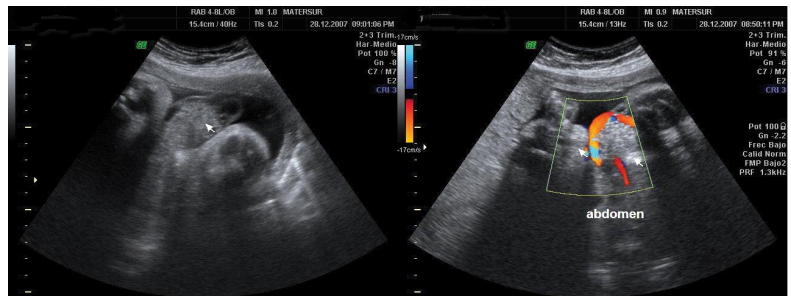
Onfalocele (flecha) y Doppler color.
